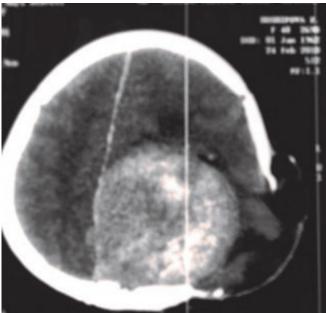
КТ головного мозга (описание в тексте).
